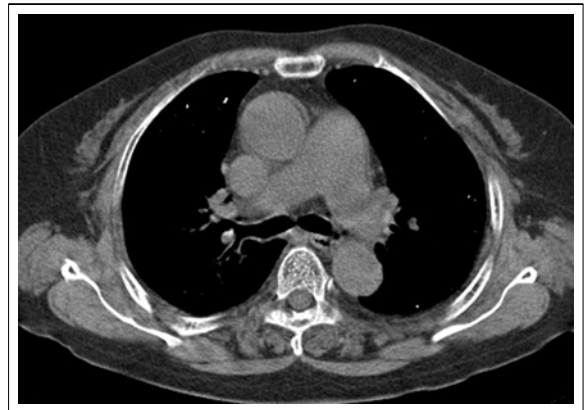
Precontrast axial CT scan shows no cement embolus in large, central pulmonary arteries.
